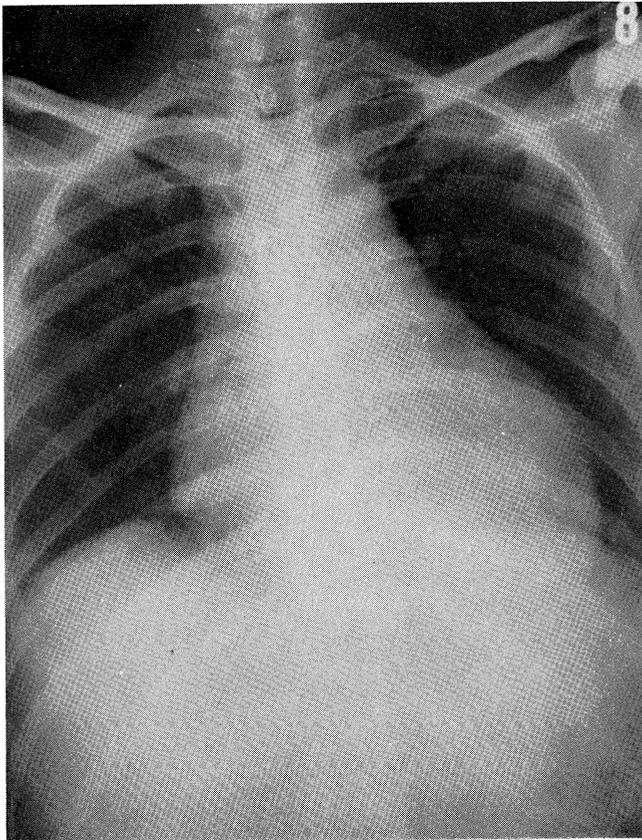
Chest radiograph in Nov. 1971.
